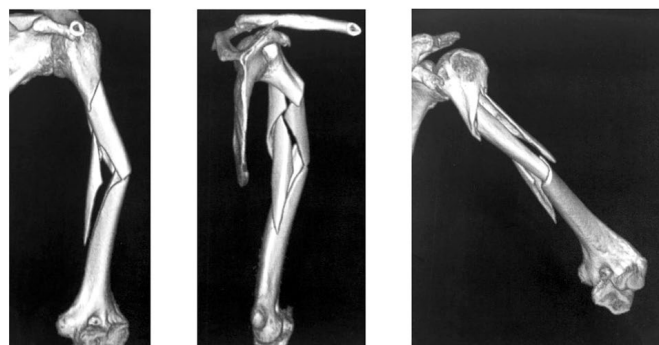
Caso 3, P.A. uomo, 72 anni. Ricostruzione TAC 3D preoperatoria
